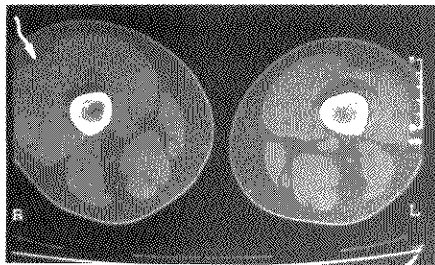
肌间隔综合征 CT 平扫右大腿外伤肿胀(箭), 密度不均匀减低, 肌间隙消失。
